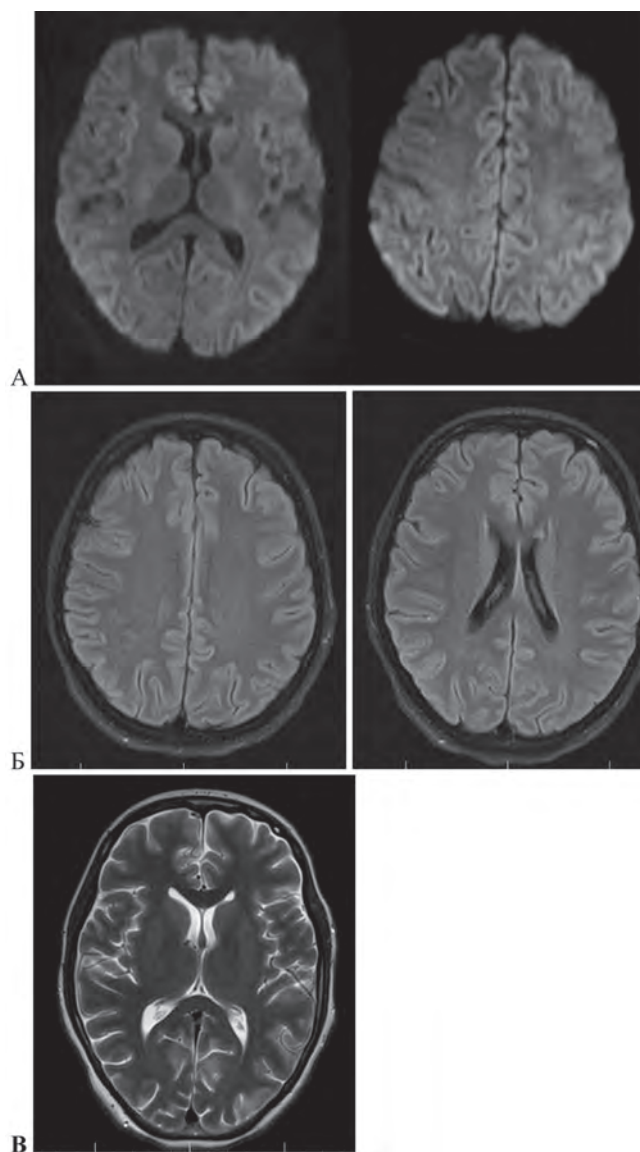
МРТ головного мозга пациентки Ф., 23 года (37-е сут от начала заболевания). Умеренное неравномерное повышение интенсивности МР-сигнала от коры больших полушарий головного мозга на ДВИ (А), Flair (Б) и T2-ВИ (В)
